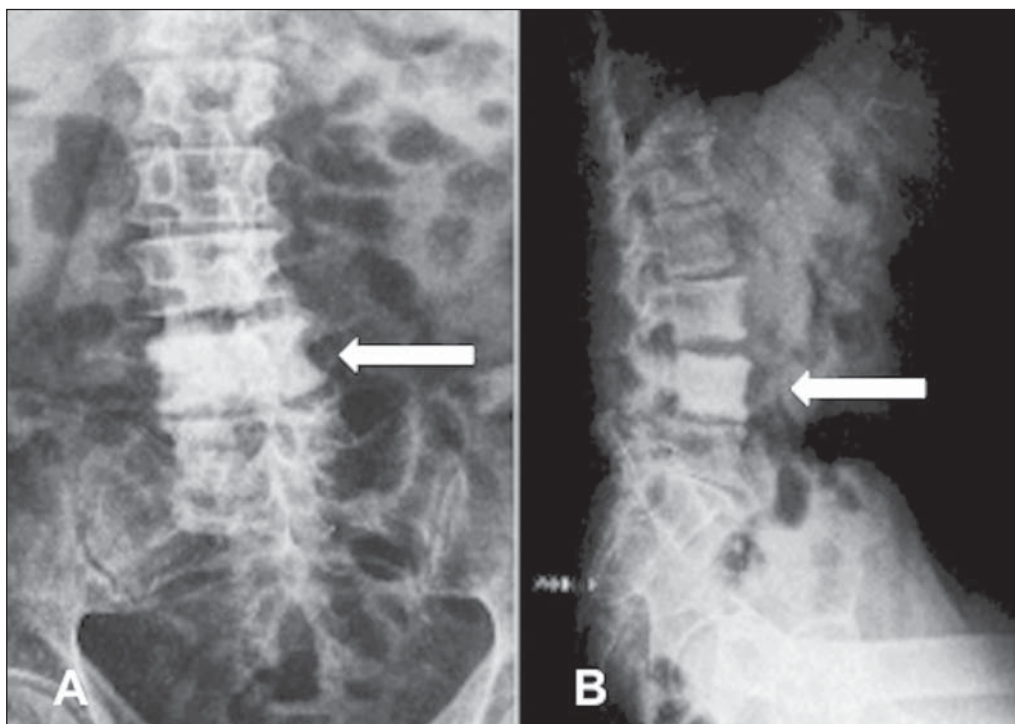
Paciente de 62 anos, com linfoma e quadro de dor lombar. Radiografias nas incidências anteroposterior (A) e perfil (B) mostram aumento difuso da densidade óssea, com erosão na face lateral esquerda do corpo vertebral de L4 (seta).
